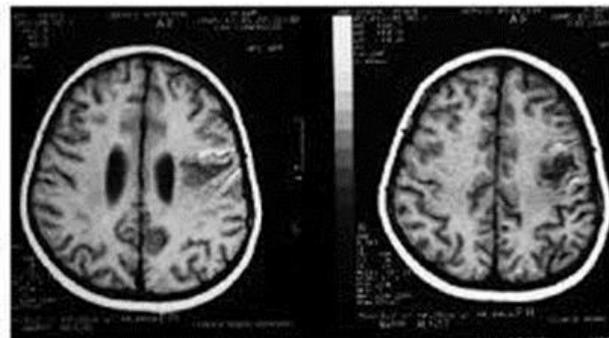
RMN CEREBRAL CORTE AXIAL.
